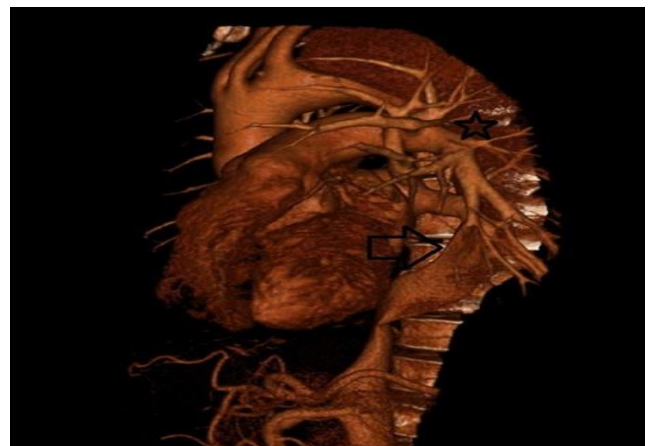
3D-CT image showing Stanford B-type aortic dissection (black star) that restricts itself in the isthmic region in the pattern to the descending aorta (black arrow indicates the real lumen of the thoracic aorta)
